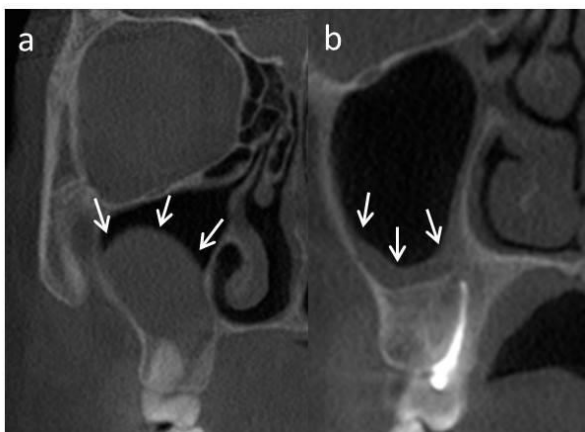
Examples of maxillary sinus pathologies are demonstrated in coronal CBCT images with white arrows a) Retention cyst b) Mucosal thickening
